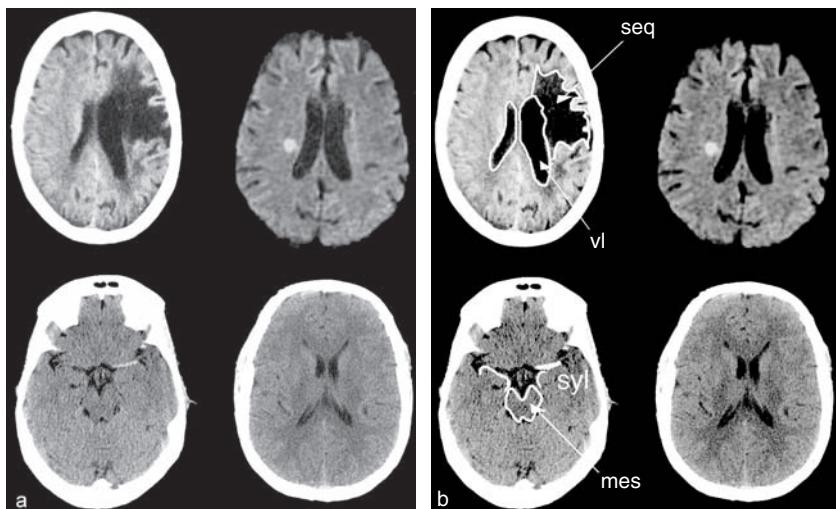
a. Infarctus cérébraux (1). b. Infarctus cérébraux (1) labellisés. En haut à gauche : scanner cérébral sans injection montrant une hypodensité sous-corticale frontale gauche, d'allure séquellaire en raison de l'augmentation de la taille du ventricule latéral (vl) et des sillons en regard (avec respect partiel du ruban cortical), évoquant un infarctus sylvien gauche ancien. En haut à droite : IRM cérébrale en séquence de diffusion, montrant un hypersignal centimétrique dans le territoire sylvien profond droit correspondant à un infarctus de petite taille, compatible avec un infarctus lacunaire. En bas à gauche : scanner cérébral sans injection montrant un aspect de « trop belle sylvienne » (syl), qui apparaît spontanément hyperdense, ce qui évoque son occlusion. Notez les rapports entre le polygone de Willis dont part la sylvienne et le mésencéphale (mes). En bas à droite : scanner cérébral sans injection normal pour référence.
